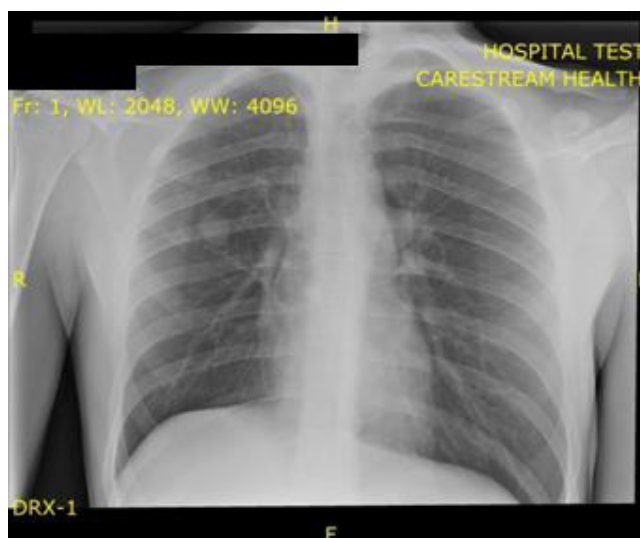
Рентгенограмма органов грудной клетки, полученная с помощью ИРК
